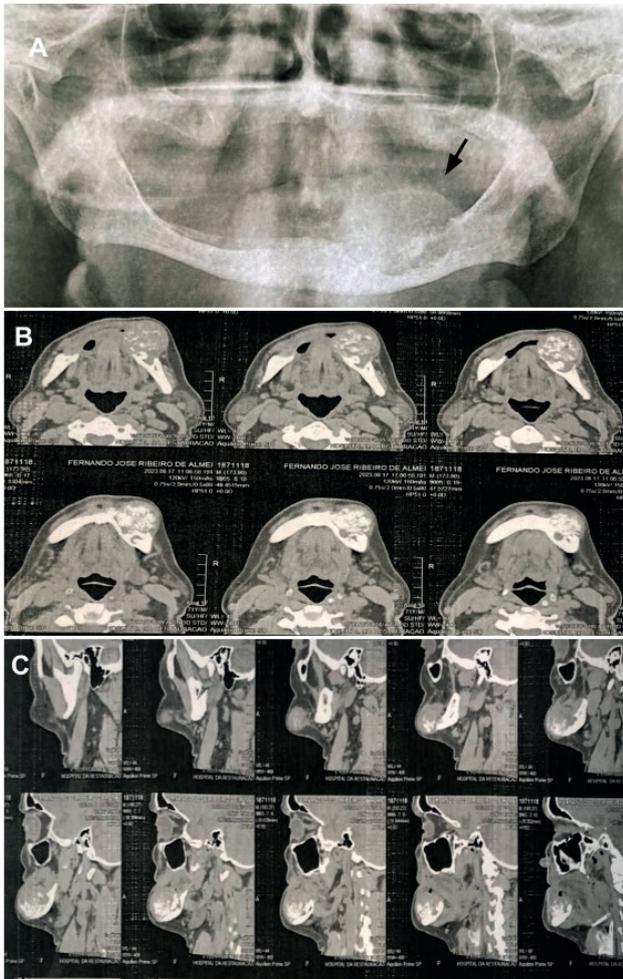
Imagens dos exames imagiológicos. (A) radiografia panorâmica com seta apontada para a lesão; (B) tomografia computadorizada em norma axial; © tomografia computadorizada em norma sagital.
